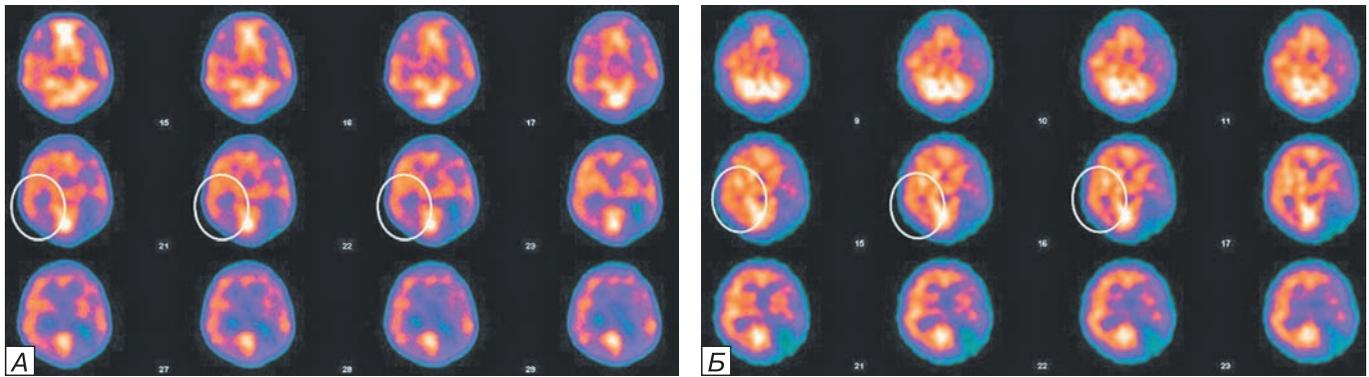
Динамика церебральной перфузии по данным ОФЭКТ (А — до, Б — после наложения ЭИКМА справа). На дооперационных снимках отмечается зона гипоперфузии в правой теменной доле (выделена белым кругом). Зона улучшения перфузии на послеоперационных снимках выделена белым кругом.
